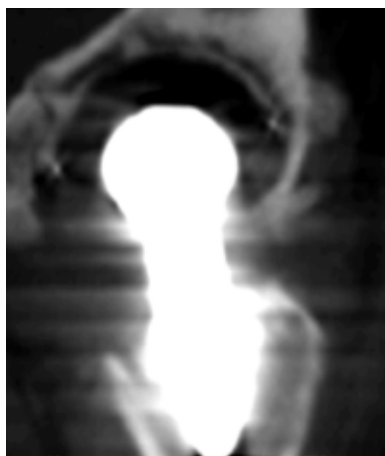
СКТ левого тазобедренного сустава через 1 год после эндопротезирования. Признаки нестабильности тазового компонента эндопротеза
